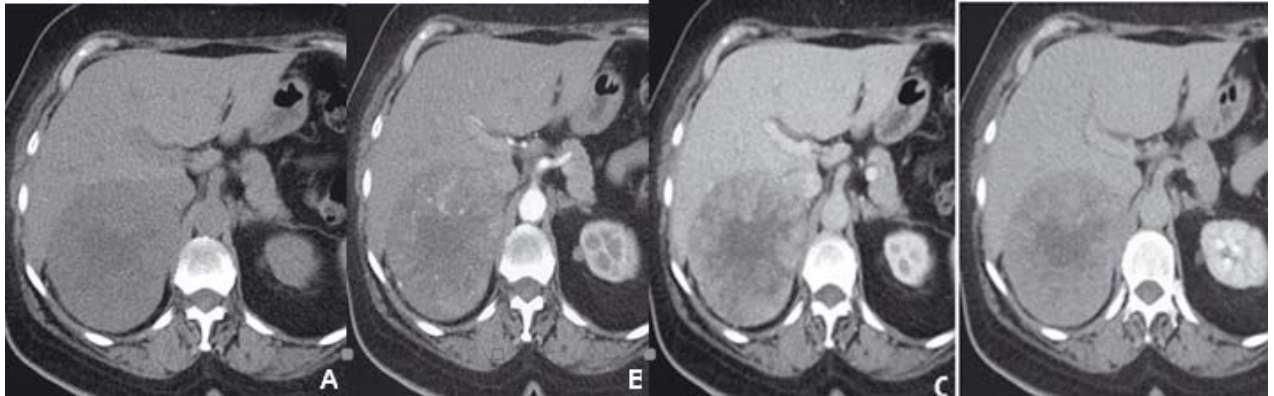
TDM abdominale : (A)Sans injection (B)Temps artériel.(C)Temps portal.(D)Temps tardif 10 minutes : Masse surrénalienne droite, de densité hétérogène (A), se rehaussant progressivement à sa partie périphérique (B), avec une plage centrale nécrotique et une absence de lavage (C, D) : corticosurréalome.
